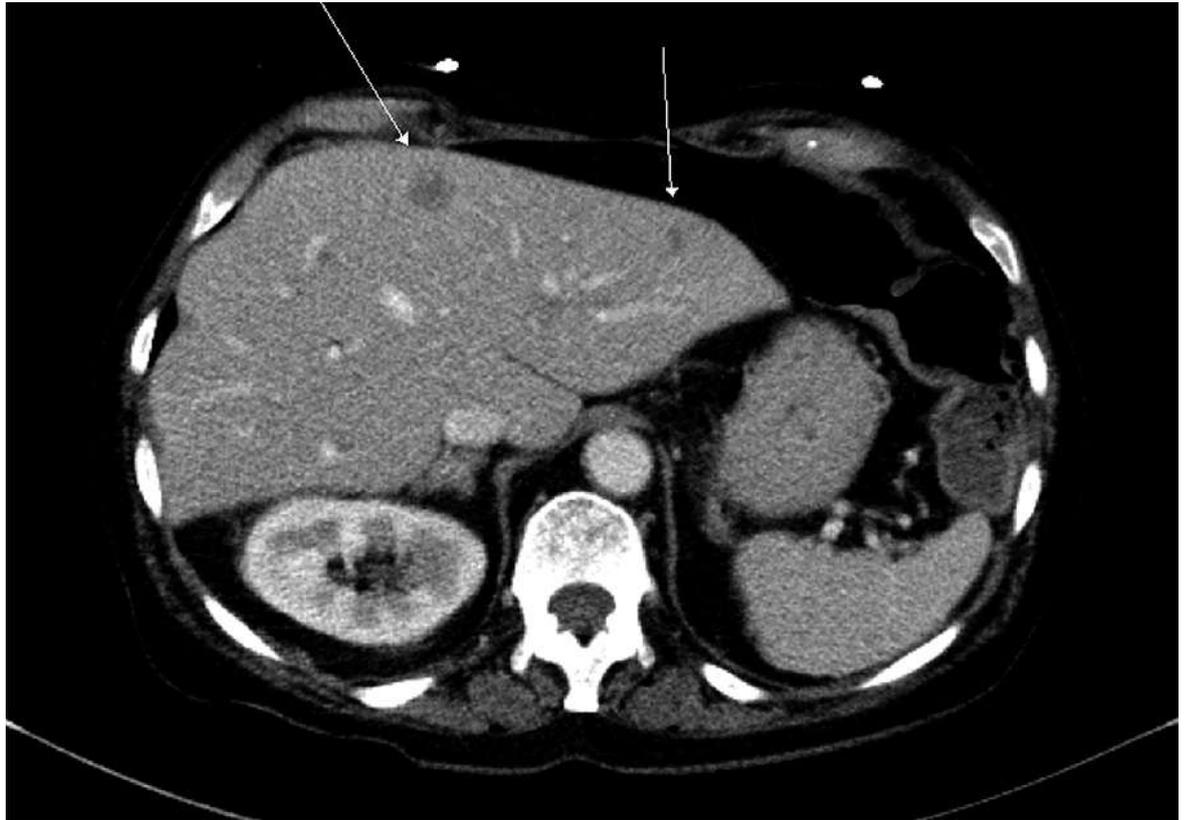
CT Abdomen i.v. KM: Die Leber normal gross, jedoch mit multiplen unscharf berandeten hypodensen Läsionen (Pfeile), die grösste 1,3 cm.
